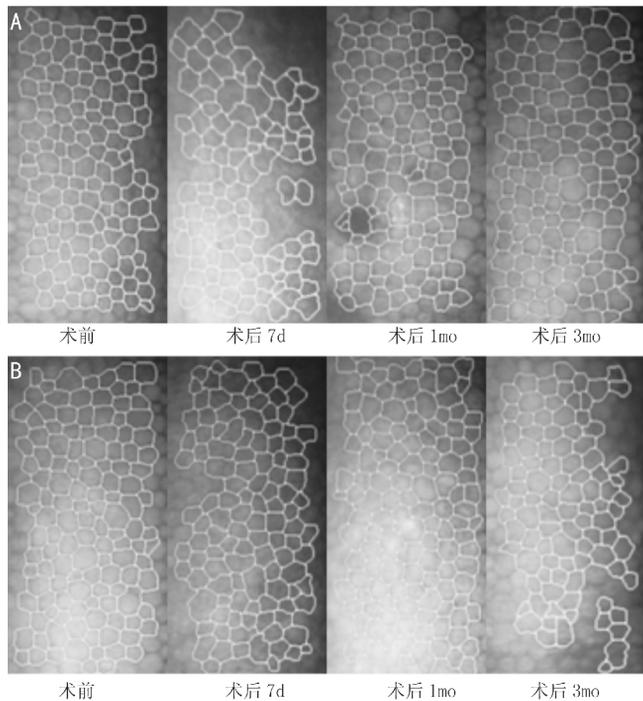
两组患者手术前后角膜内皮六角形细胞形态学变化 A:行白内障超声乳化术;B:行小切口白内障囊外摘除术。
